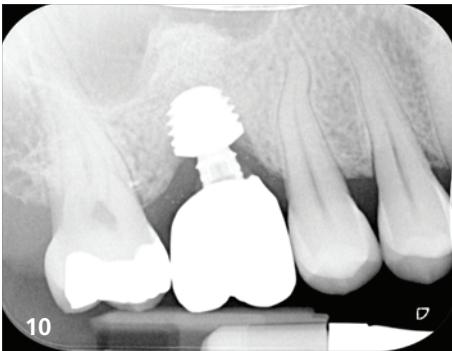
Röntgenkontrolle der eingesetzten Krone mit weiterer Konsolidierung des Knochenträgers durch den internen Sinuslift. – Abb. 11: Verlaufskontrolle 4,8 Jahre nach Versorgung mit Ausbildung des Knochens auf der Oberkante des Backtapers.
